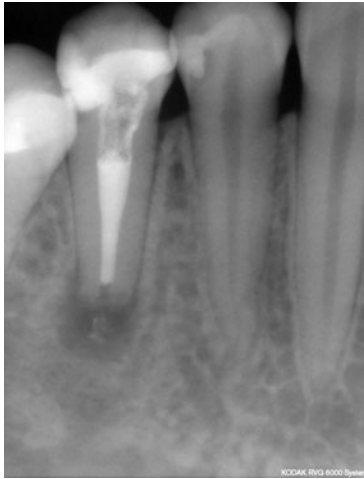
Röntgenkontrolle unmittelbar nach der orthograden endodontischen Revision.
